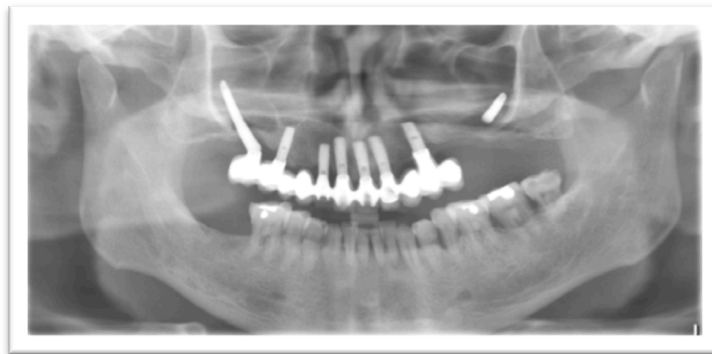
Radiographie panoramique montrant le reste de l'implant zygomatique ostéointégré et la modification de la réhabilitation prothétique [74]
